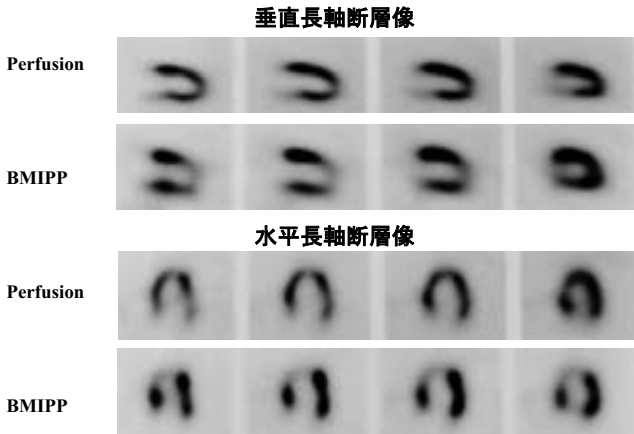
胸痛で来院された不安定狭心症の来院時の安静時心筋血流 SPECT と翌日に施行された BMIPP SPECT (文献 20 より) 心筋血流像では明らかな血流低下はみられないが、BMIPP では前壁に集積低下が認められる。冠動脈造影では LAD の有意な狭窄病変がみられた。
